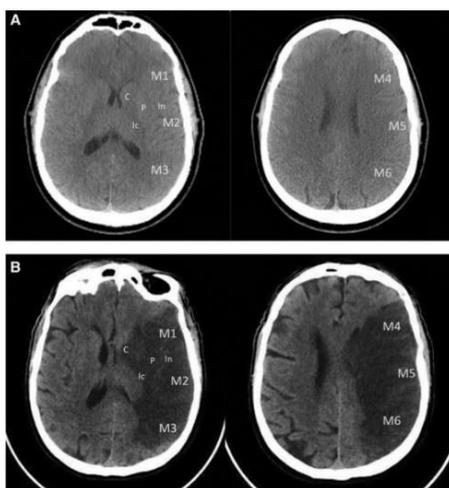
Puntuación CT temprana del programa de eventos cerebrovasculares de Alberta (ASPECTS)
